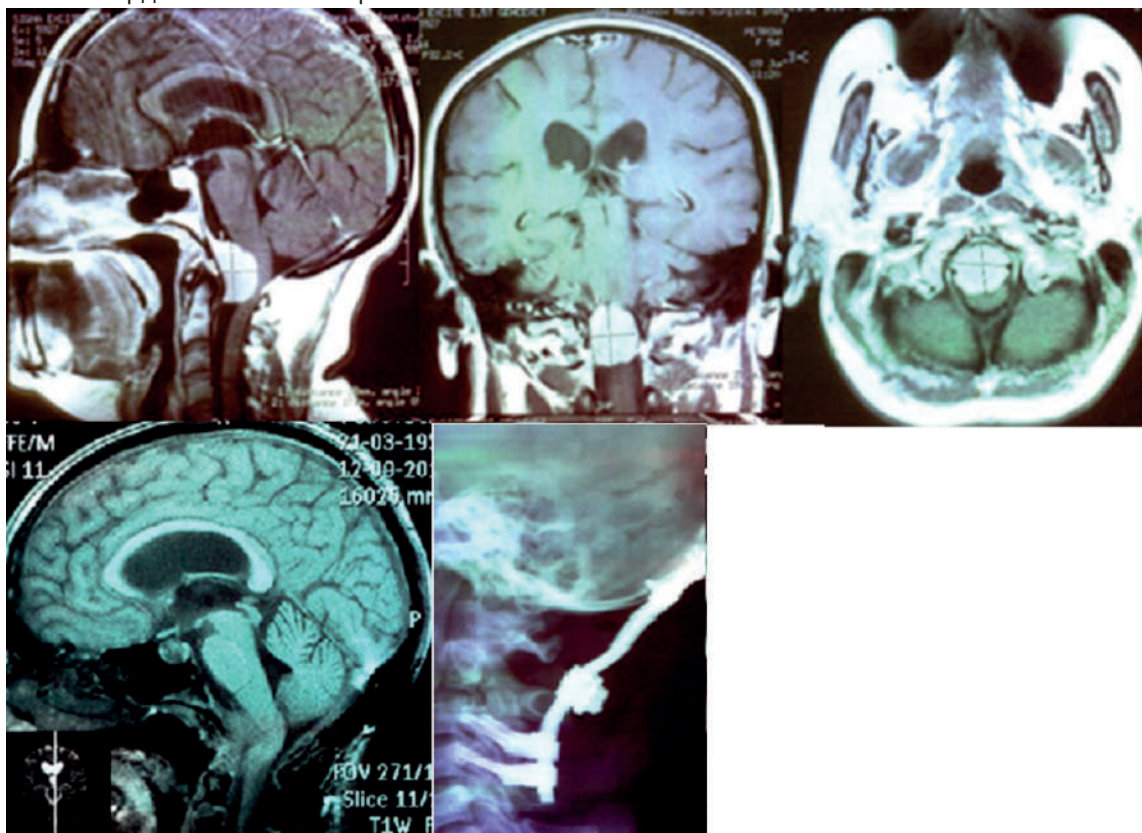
Менингиома ската, распространяющаяся в область краниовертебрального перехода. МРТ до операции. Опухоль интенсивно накапливает контрастное вещество. Размеры опухоли 28x18x19 мм. Вдоль латеральных отделов опухоли на всем ее протяжении прослеживаются V4 сегменты обеих позвоночных артерий. Продолговатый мозг грубо сдавлен опухолью, смещен кзади. Установлена металлоконструкция для окципитоспондилодеза. МРТ через 1,5 года после операции. Субтотальное удаление опухоли
